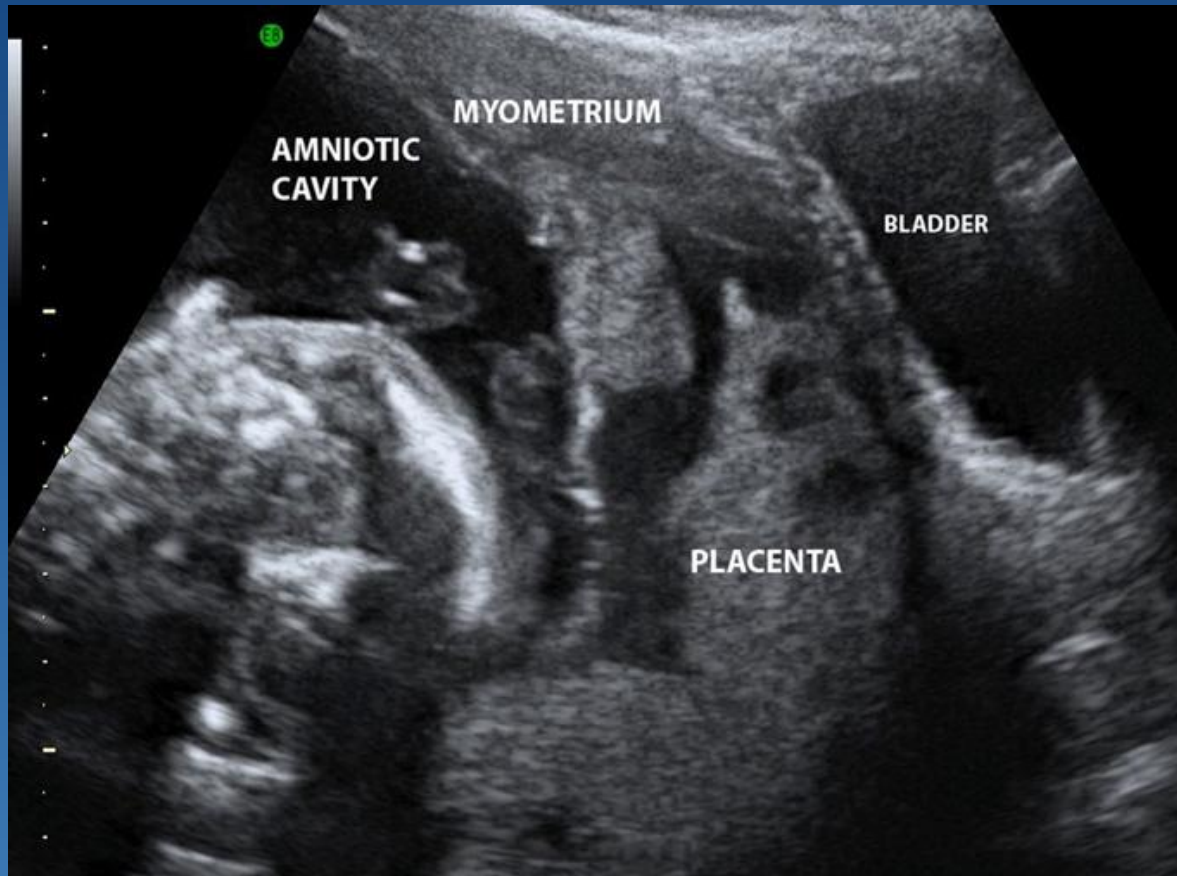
Transabdominal gray-scale ultrasound longitudinal view of the lower uterine segment at 20 weeks of gestation in a placenta major praevia. The basal plate is missing and the placenta is bulging towards the urinary bladder. The placental anatomy is extensively distorted by large intervillous lakes or lacunae creating a "moth-eaten" placental appearance.
